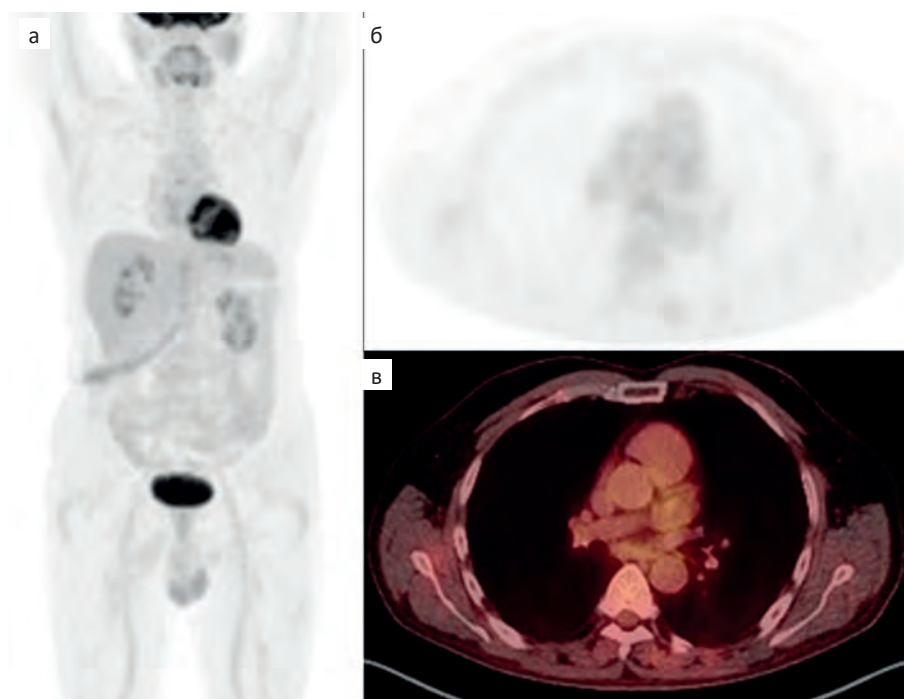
ПЭТ/КТ всего тела с ^{18}F -ФДГ. На МIP-проекции ПЭТ (а) и аксиальных проекциях ПЭТ (б) и ПЭТ/КТ (в) очаги патологического накопления РФП не выявлены
